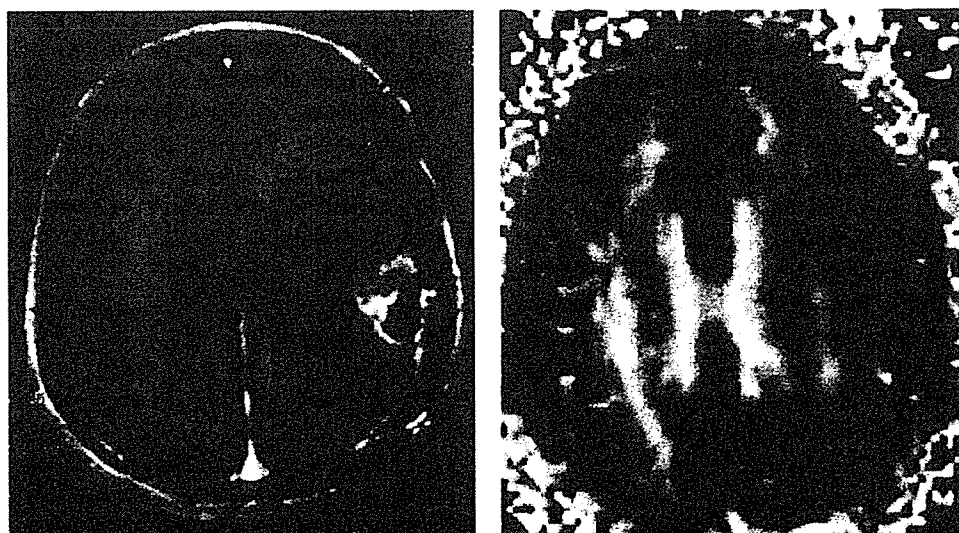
Case 1—images obtained from a 67-year-old woman. Left: T1-weighted magnetic resonance images with gadolinium revealing heterogeneously enhanced lesions with operative scar in the left parietal lobe. Right: co-registered FA maps from DTI. The FA value was  $0.27 \pm 0.04$ .
